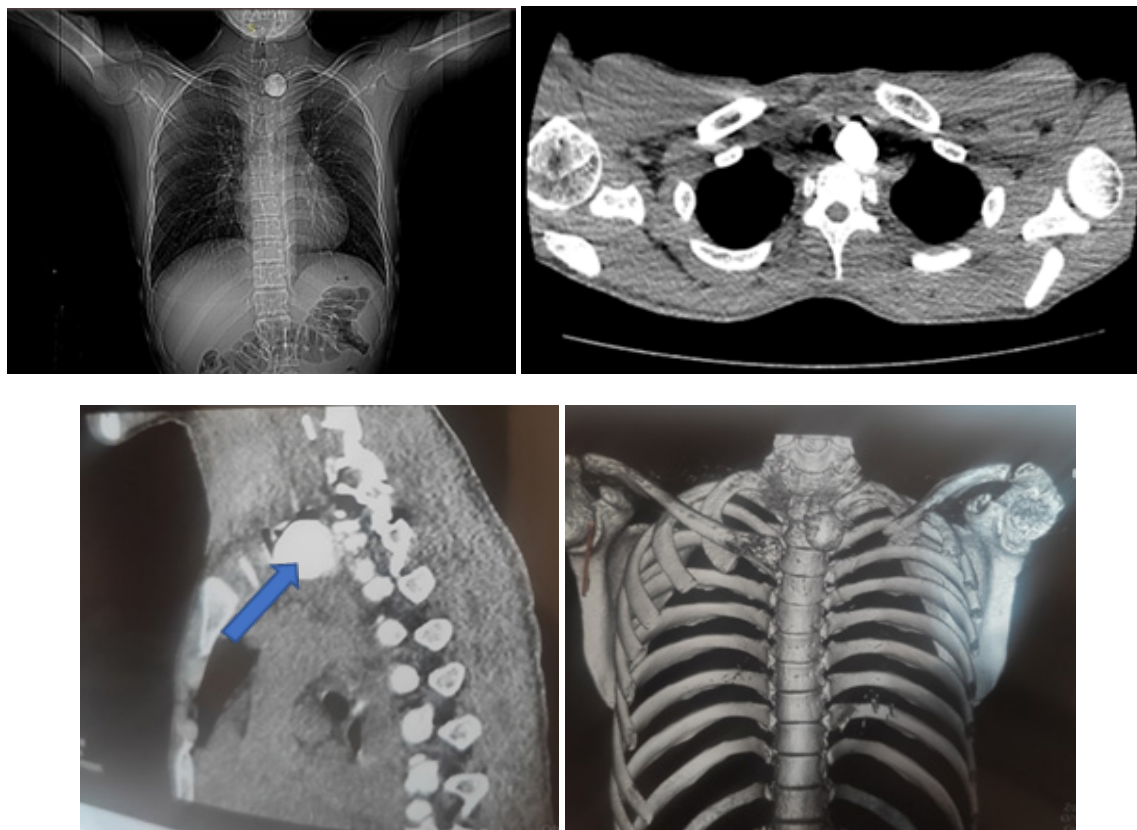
КТ грудной клетки в разных проекциях
